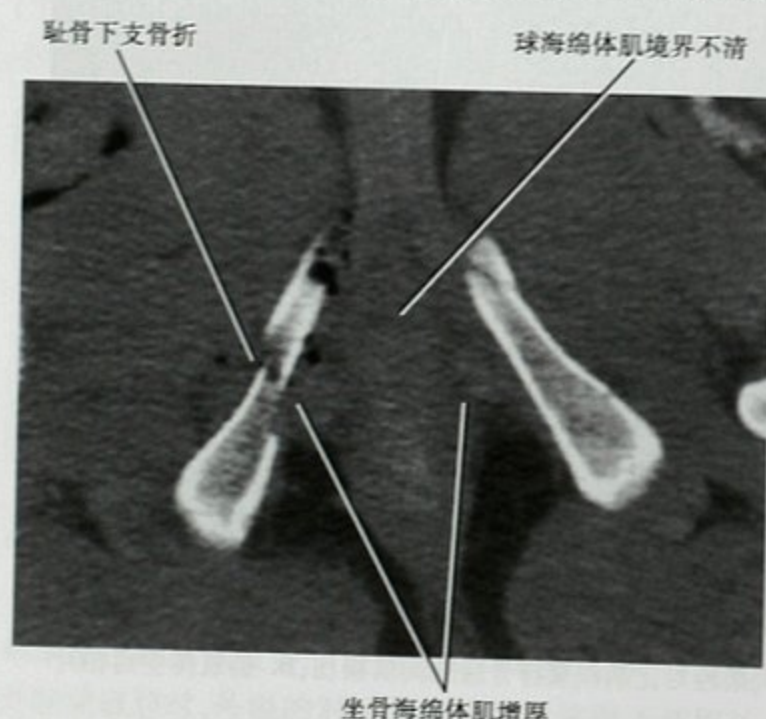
伴随尿道损伤的CT表现。增强CT检查可见坐骨海绵体肌和球海绵体肌区域的血肿
